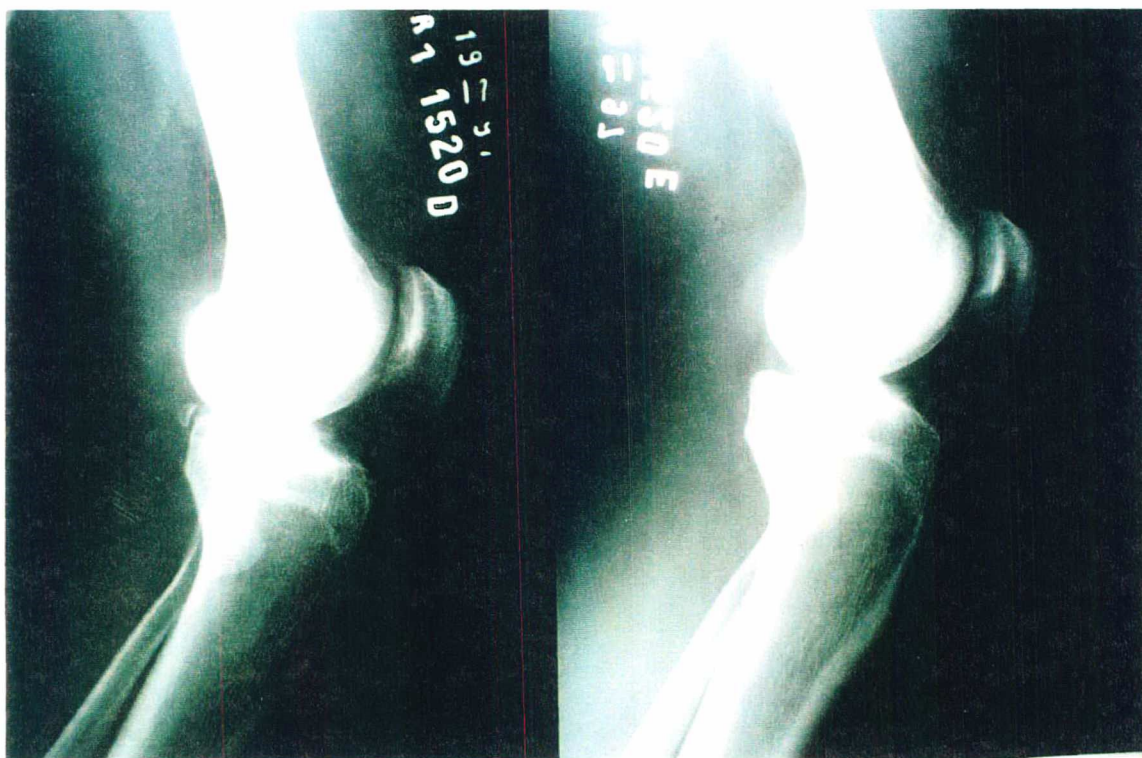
Radiografia de perfil em 30° deitado.
